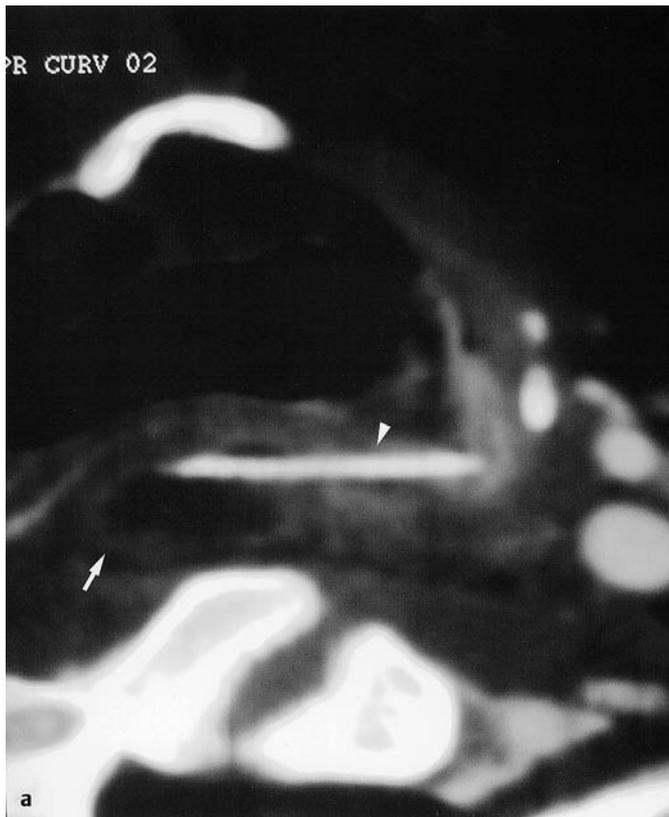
Die Hals-CT wurde unmittelbar nach Spitaleintritt durchgeführt. a Das axiale Bild zeigt eine retropharyngeale Flüssigkeitsansammlung mit peripher verstärktem Randsaum (Pfeil), verdächtig auf einen Abszess. Ebenfalls ist eine röntgendichte Struktur (Pfeilkopf) im retropharyngealen Raum sichtbar, verdächtig auf das Vorhandensein einer Fischgräte. b Die koronare Rekonstruktion zeigt die genaue Position der Fischgräte (Pfeilkopf) im Retropharyngealraum auf.
